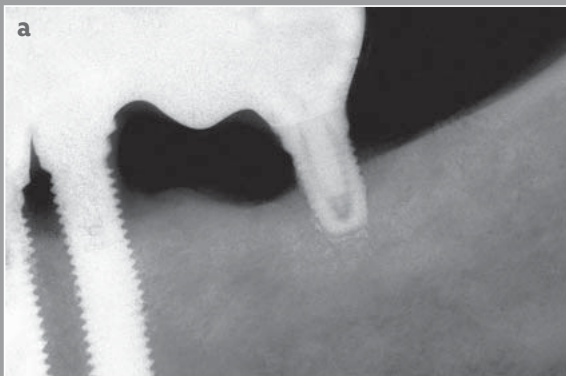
Röntgenbilder eines klinischen Falls mit langen und kurzen Implantaten bei bestehender Periimplantitis. a) Kraterförmige Knochenresorption, radiologischer Ausdruck der periimplantären biologischen Komplikation. b) Röntgenbild nach weiteren 3 Jahren, auf dem der Misserfolg des Kurzimplantats und demzufolge eines Teils der prothetischen Rekonstruktion zu sehen ist.
